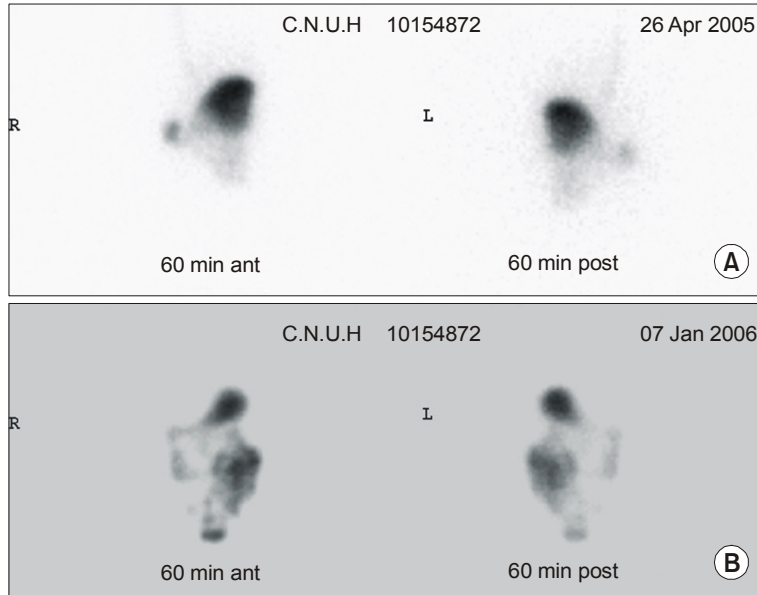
The results of gastric scintigraphy. (A) During the period of admission, the initial percentage gastric emptying in 60 minutes tested by scintigraphy was 13.4%. (B) After 8 months follow-up as outpatient and clinical improvement, the second results of percentage gastric emptying was 49.9%.
